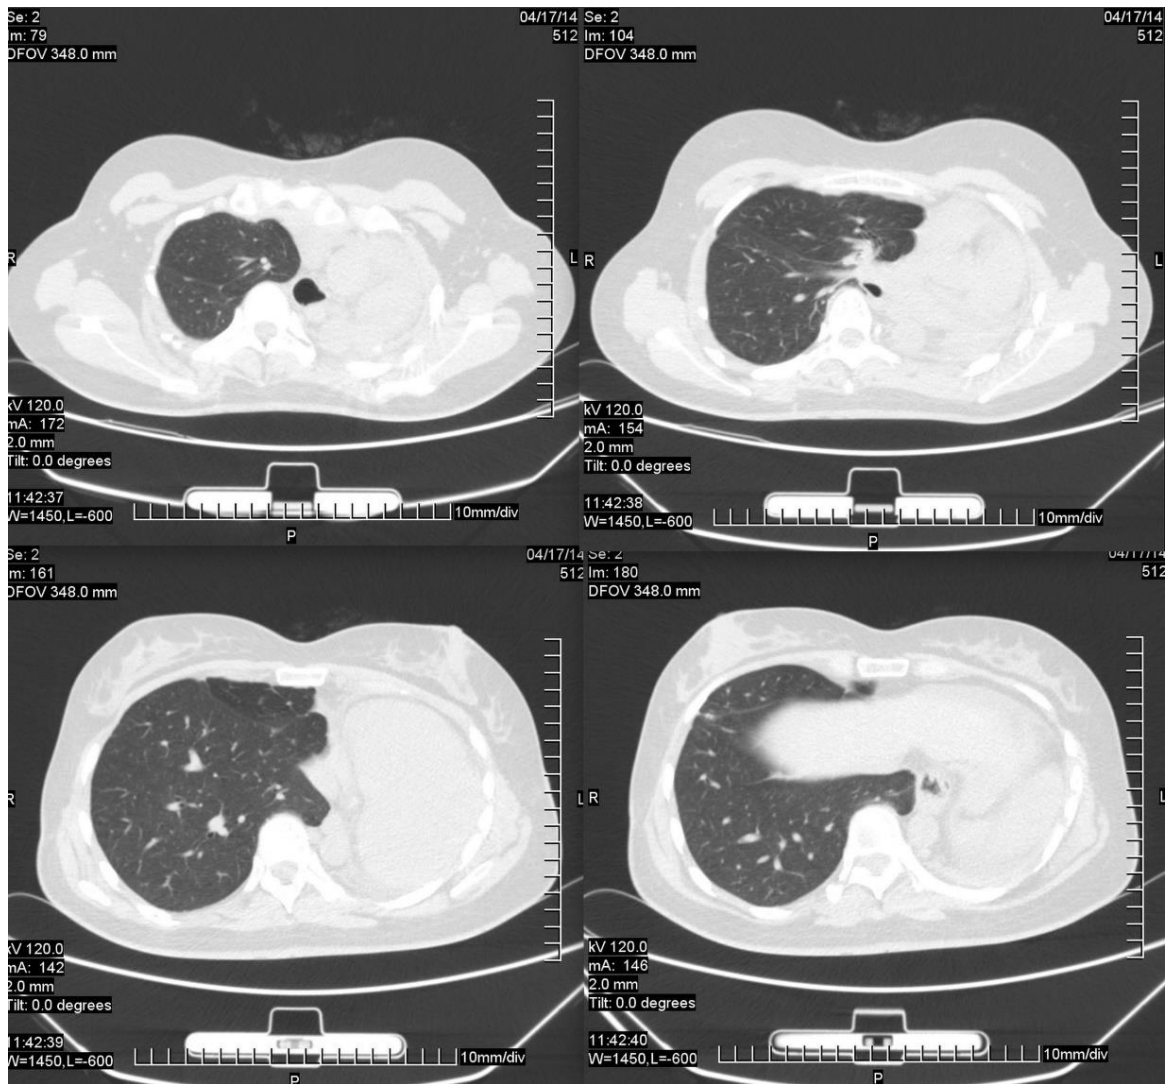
Компьютерная томография ОГК пациентки Ш. через 1,5 года после пневмонэктомии слева. В единственном оперированном легком без признаков обострения туберкулеза. Левый гемиторакс гомогенно затемнен
